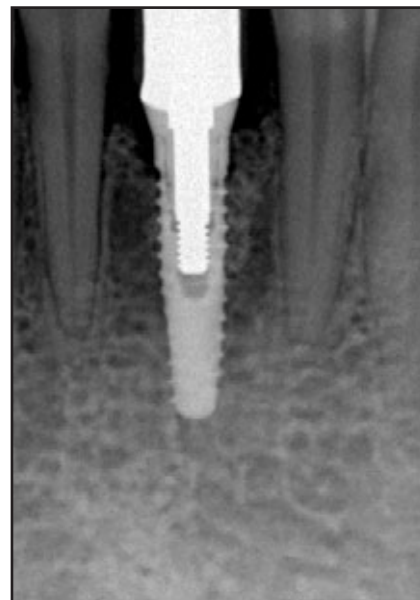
(rechts) Abschließendes Röntgenbild des restaurierten Titanimplantats 3 Monate nach Belastung.
